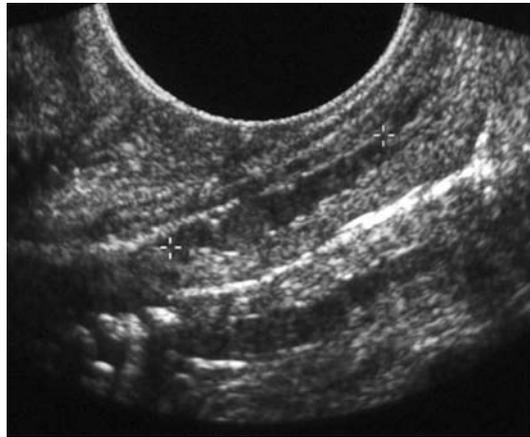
Endometriosi del setto retto-vaginale. Ecografia transrettale. Nel setto retto-vaginale è riconoscibile placca solida ipoeogena (reperi)
